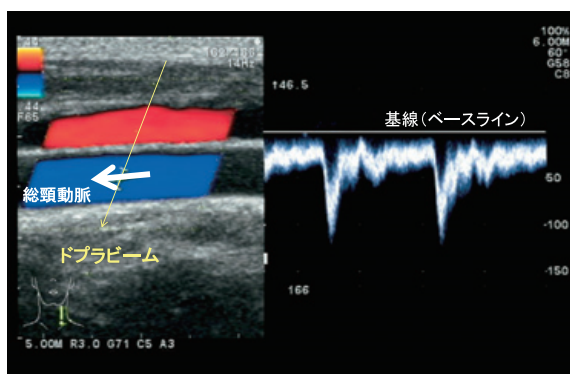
パルス Doppler 法による表示方法 (左: 末梢側)
